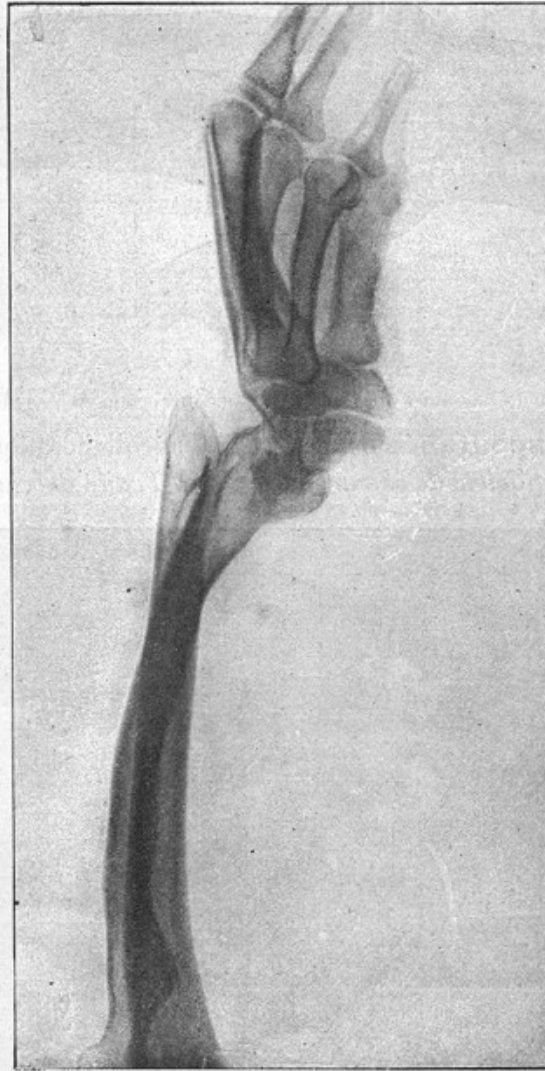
Radiographie du cas précédent.
